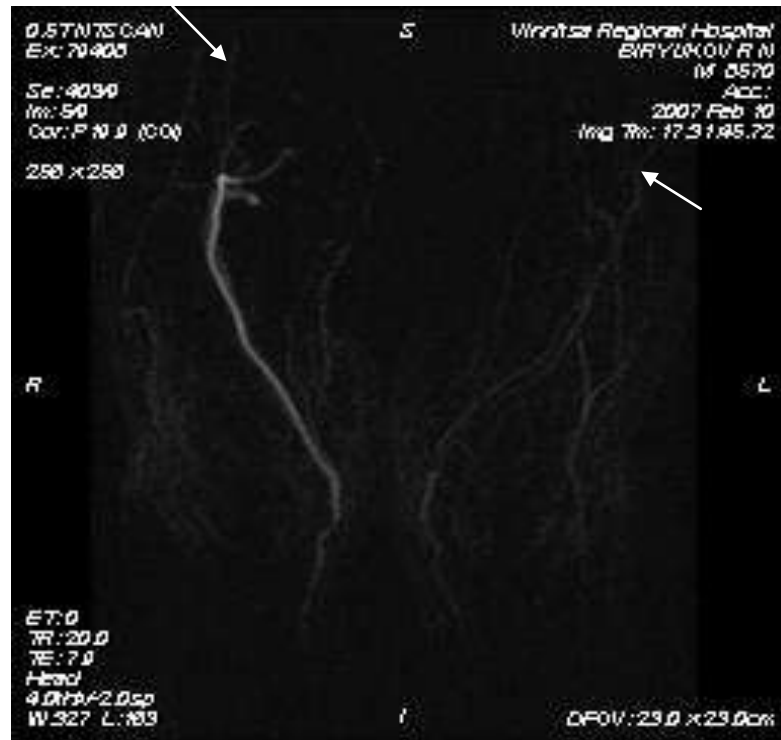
Хворий С., 52 р., № медичної карти 2682, МРТ артерій гомілок на 7 добу лікування.
